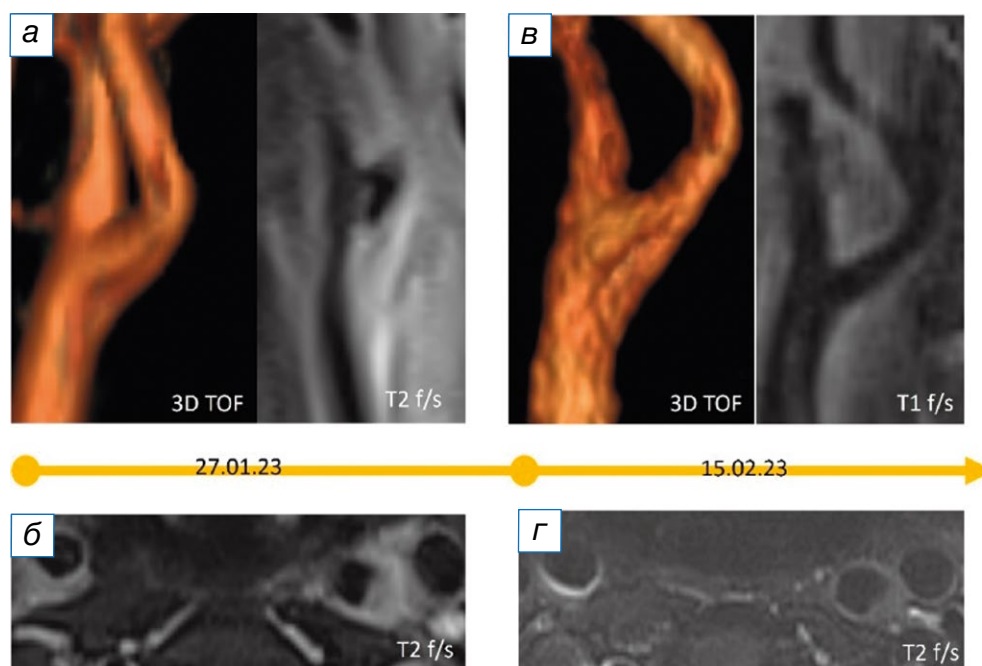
Результаты магнитно-резонансной томографии шеи пациентки с TIPIIC-синдромом в динамике: острый период (а, б) и контрольное исследование через 2,5 недели (в, г). Отмечается уменьшение зоны периваскулярного инфильтрата, увеличение просвета артерии; наружный контур артерии стал более чётким.
